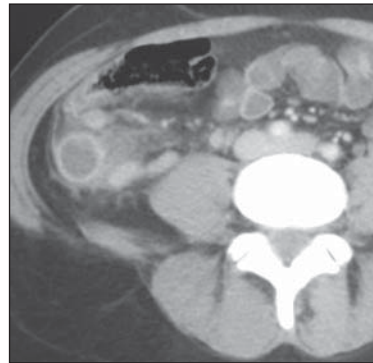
Tomografia computadorizada. Feminino, 42 anos. Acentuada distensão líquida do apêndice na fossa ilíaca direita, com espessamento parietal e borramento da gordura adjacente, caracterizando apêndice.
